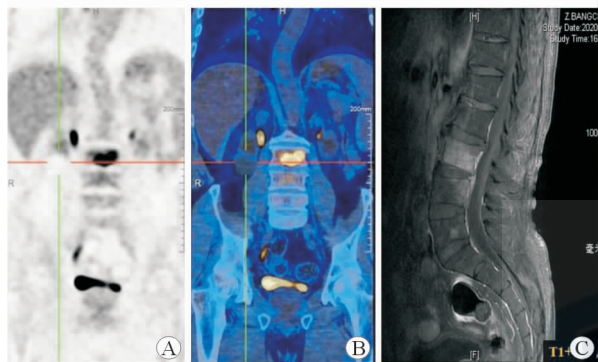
PT24 大肠埃希菌脊柱感染腰椎 PET/CT 及 MRI 图像
